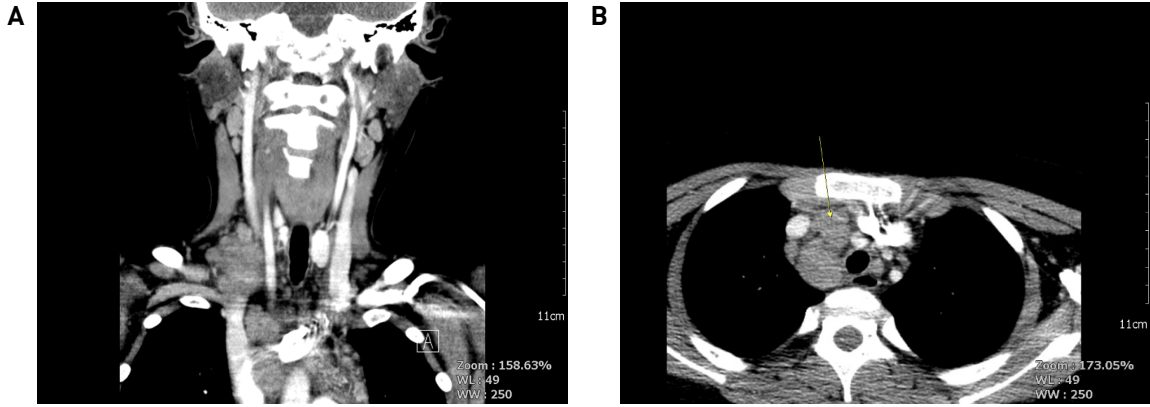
Neck CT with enhancement. Multiple enlarged lymph nodes are seen at both levels II, III and IV (A), and mediastinum (B). The lymph nodes at the level IV and mediastinum are conglomerated.
